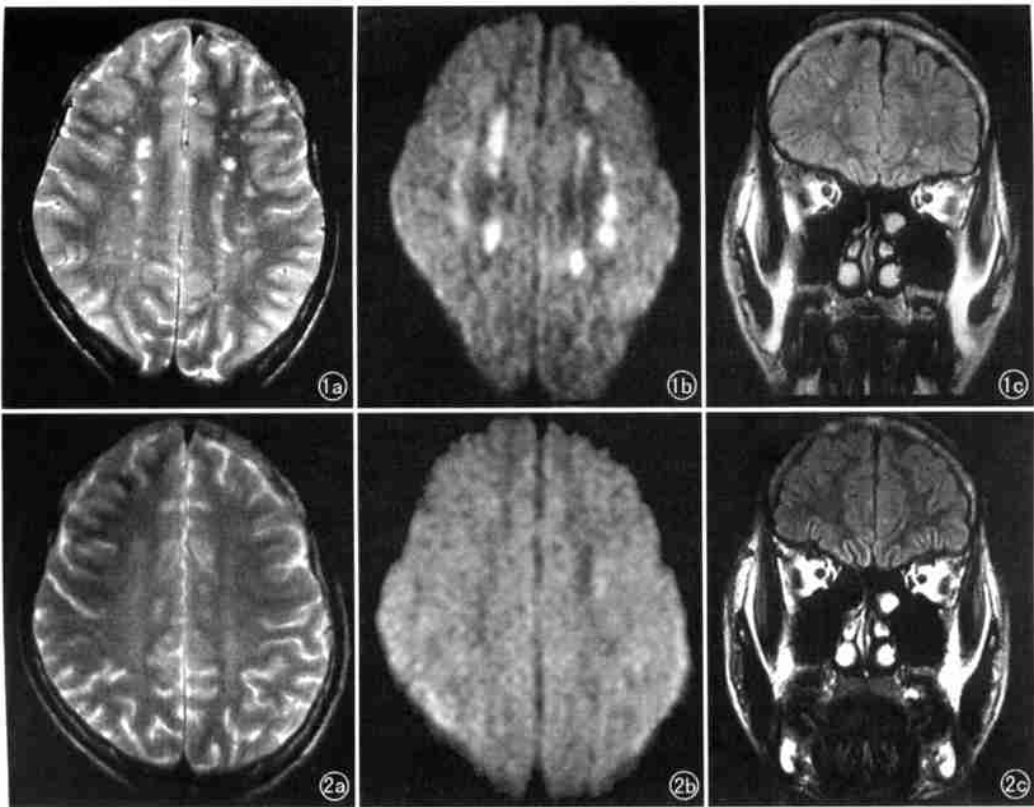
FES 患者脑部症状出现后 5 h 第一次 MRI 检查。a) T₂WI; b) DWI; c) FLAIR 示双侧半卵圆中心区、双侧额叶皮层下脑白质区多发小点状高信号。
